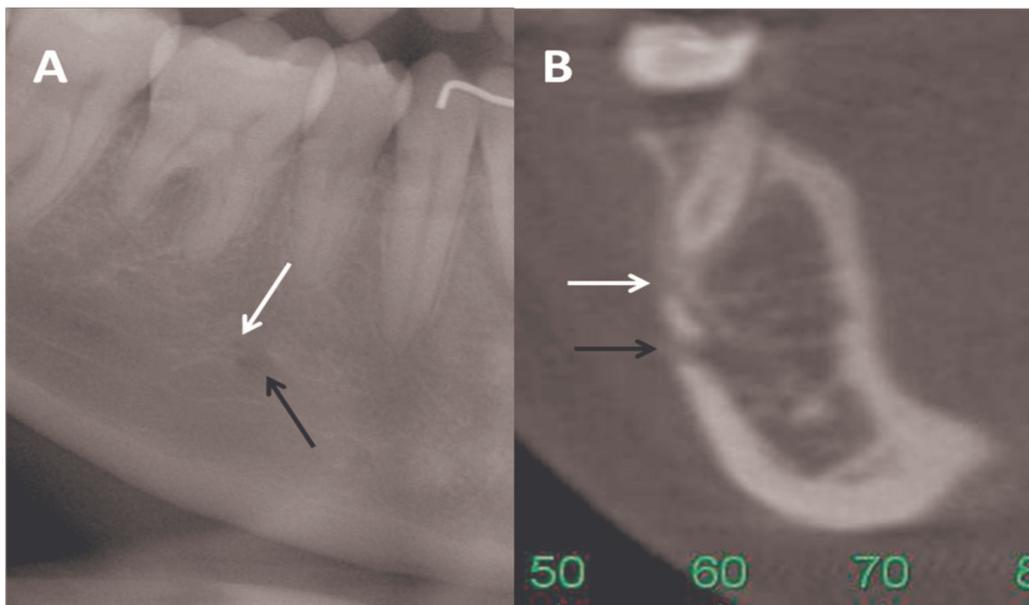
(A) Radiografia panorâmica parcial e (B) Corte coronal da TCFC evidenciando a presença da foramina mental adicional acima do forame mental principal.
